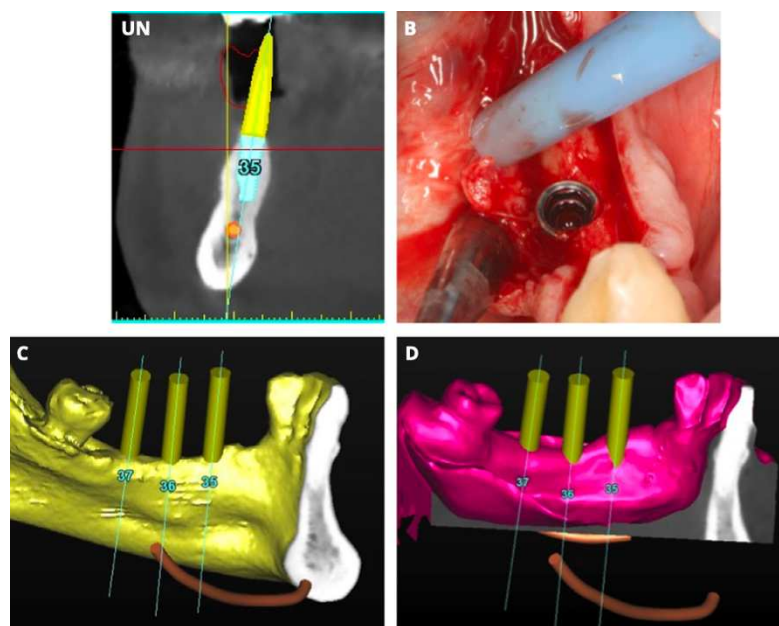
Cas illustrant un alignement et un recalage incorrect entre le modèle virtuel et le modèle CBCT. L'implant en position 35 est en linguo-position par rapport à la planification [12].
